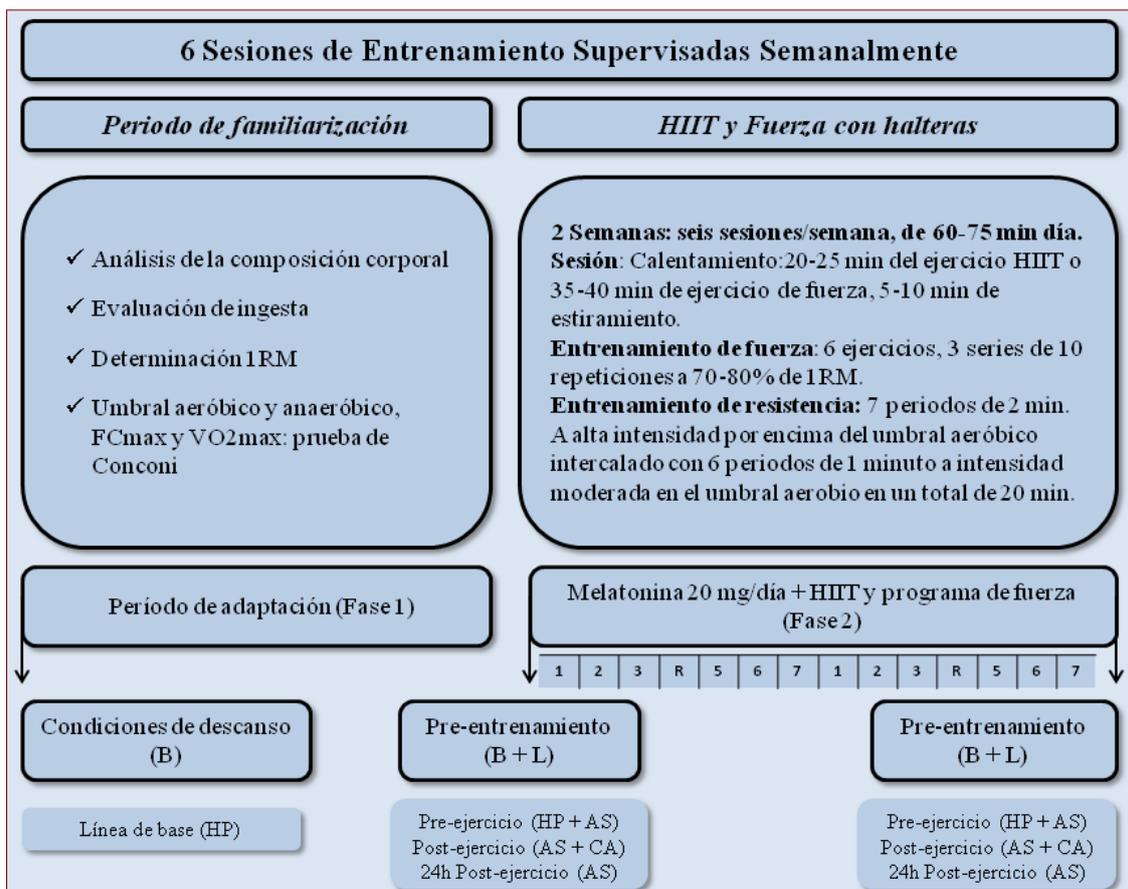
Diseño del estudio. HIIT = Entrenamiento de alta intensidad; 1RM = 1 repetición máxima; FCmax = Frecuencia cardíaca máxima; VO2max = Consumo de oxígeno máximo; AS = Estado antioxidante; B = extracción de sangre; CA = Ensayo de cometa; HP = parámetros hematológicos; L = aislamiento de linfocitos; R = Recuperación.
